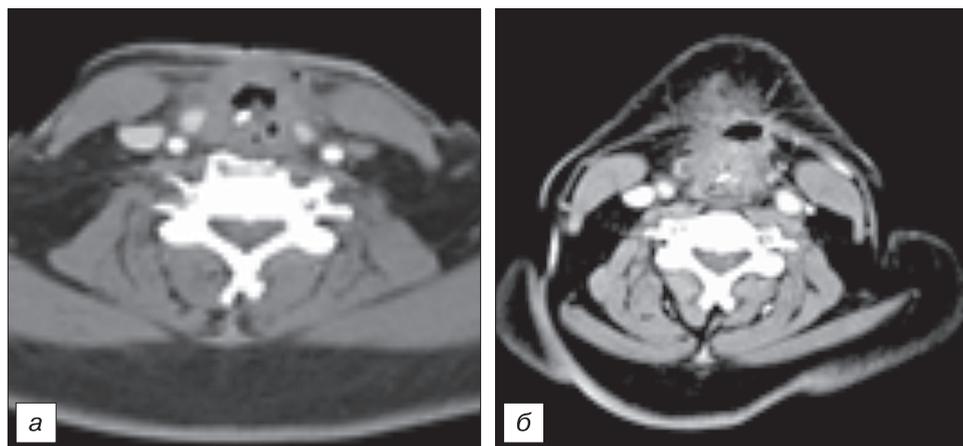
Аксиальные компьютерные томограммы на уровне средней (а) и нижней (б) трети шеи.
